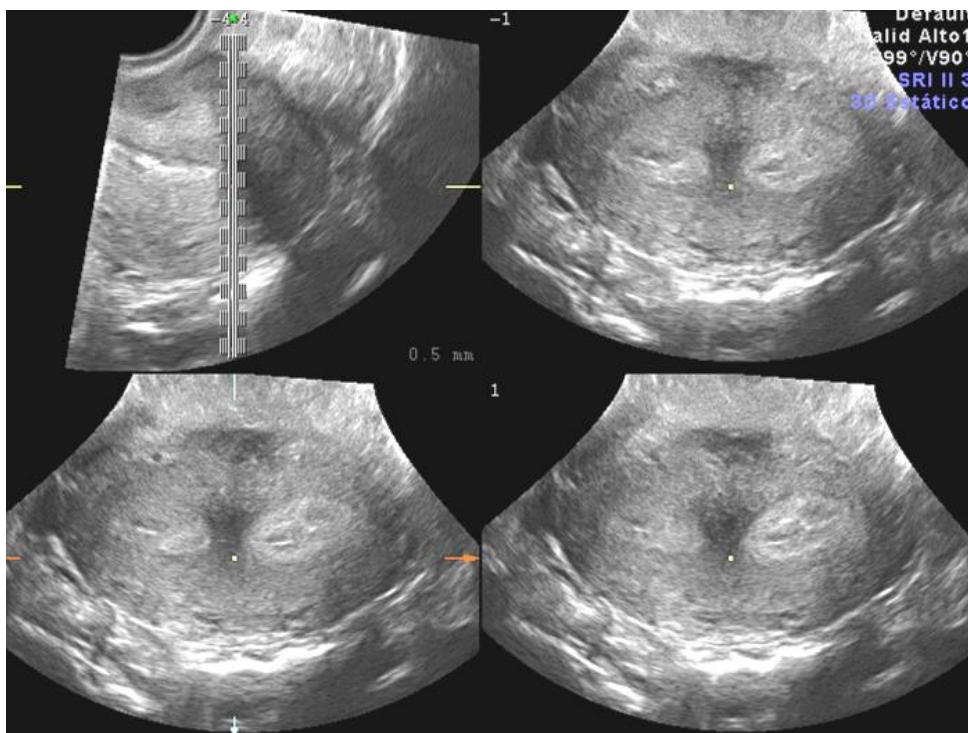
Ecografía vaginal de un útero septo. Con esta técnica resulta difícil diferenciar los úteros septos de los bicornes. En ambos se aprecian, como en la presente imagen, dos líneas endometriales.
